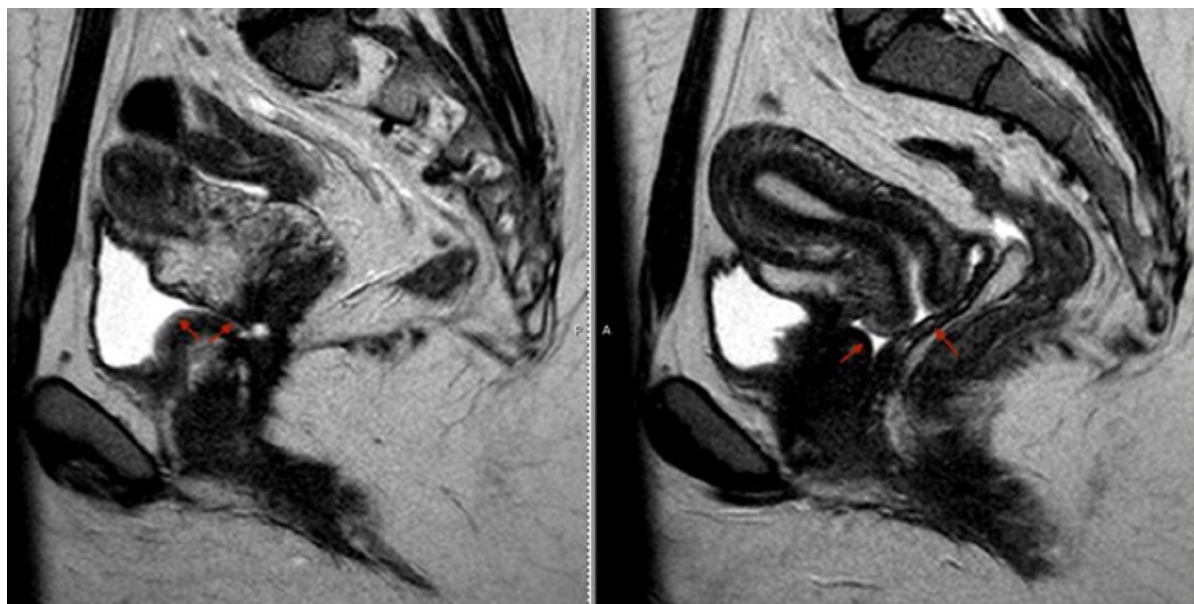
MRI pánve v sagitální projekci přehledně prokazuje přítomnost vezikovaginální píštěle a moči v pochvě (šipky)
